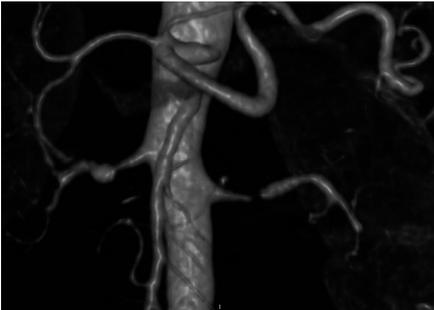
Imagen obtenida mediante angio-TAC con reconstrucción 3D tridimensional de la arteria renal izquierda en la que se observa el defecto de repleción en el tercio proximal medio de la misma.
